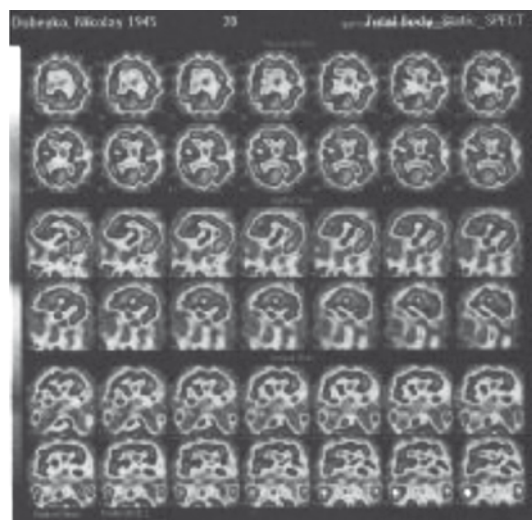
Дефект гипоперфузии в бассейне правой средней мозговой артерии. Стеноз правой средней мозговой артерии
